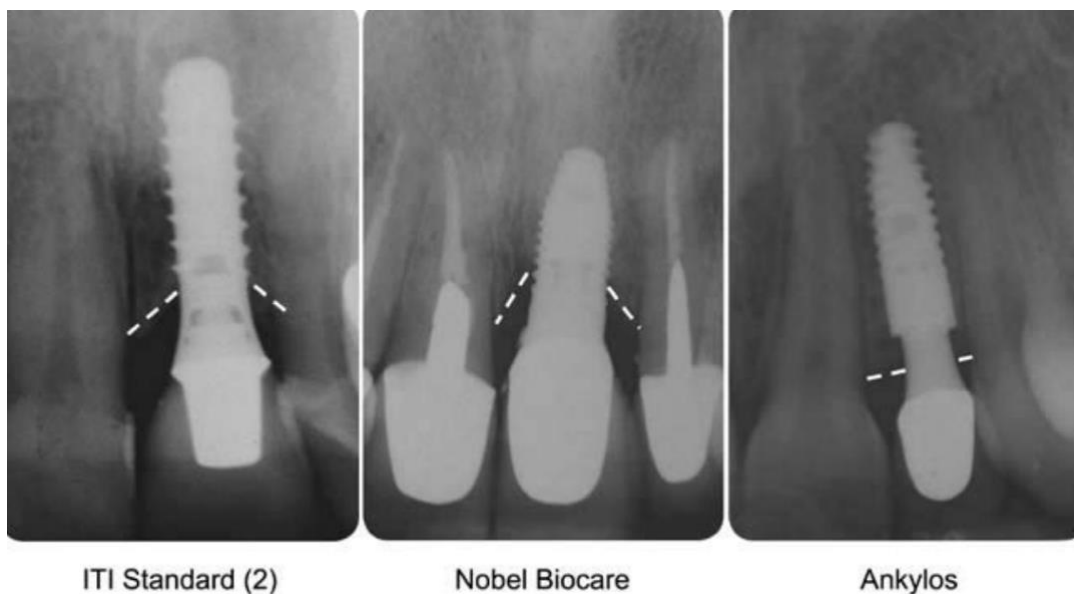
Modélisation géométrique de la perte osseuse crestale induite par la forme de l'implant. (74) Radiographies péri apicales montrant la perte osseuse crestale pour les implants ITI Standard® (2), Nobel Biocare® et Ankylos® après une période de mise en charge d'environ 1 an.
